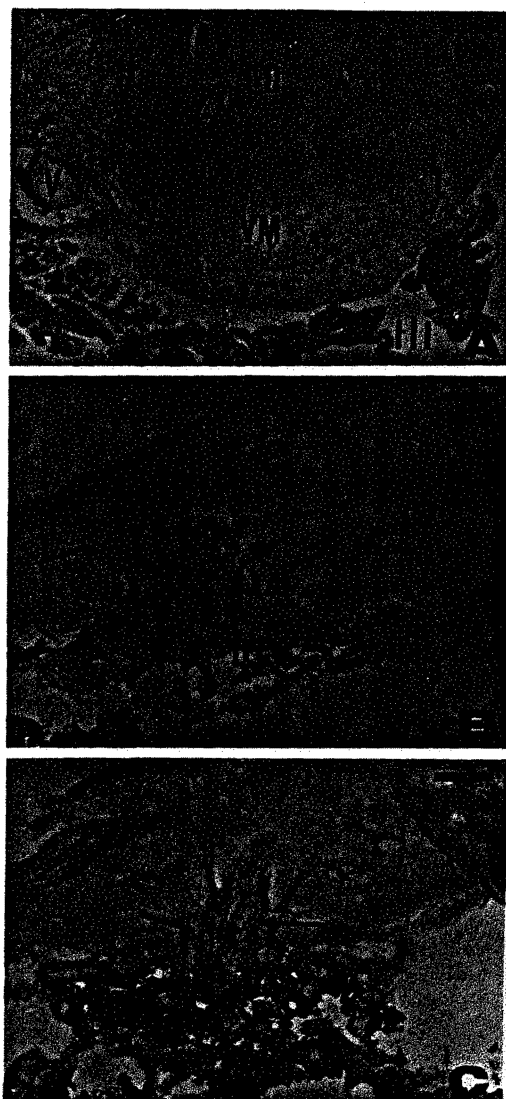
Fotomicrografias de cortes coronais do OSF humano. A. região rostral. VM- zona ventromedial; D- porção dorsal da zona dorsolateral; L- porção lateral da zona dorsolateral; V- veia lateral; F- fórnix; PC- plexo coróide; III- terceiro ventrículo. Método de Burstone. B. região caudal. capilares provenientes de vasos da tela coroidéia (setas); TC- tela coroidéia. C. Região caudal. arteríola proveniente da tela coroidéia (seta maior); capilares provenientes de vasos da tela coroidéia (setas menores); TC- tela coroidéia. Método de Burstone com injeção intravascular de gelatina carminada. Barras de calibração = 200 μ m.
